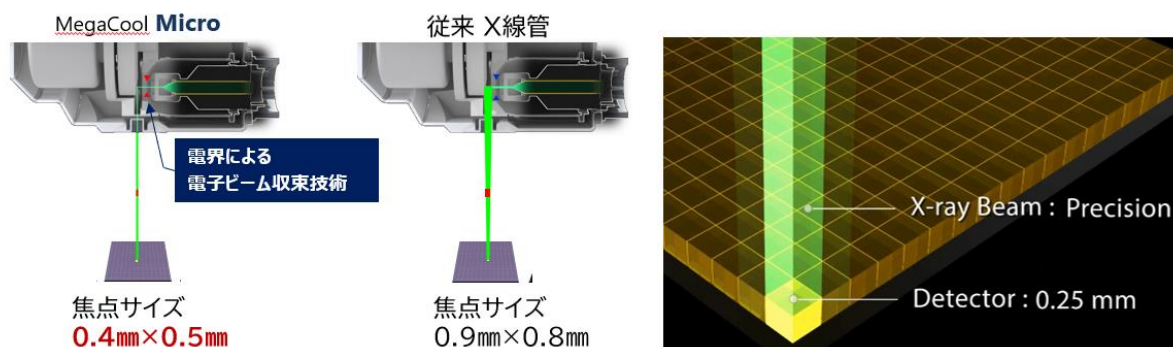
MegaCool Micro と従来 X線管球による X線の違い
